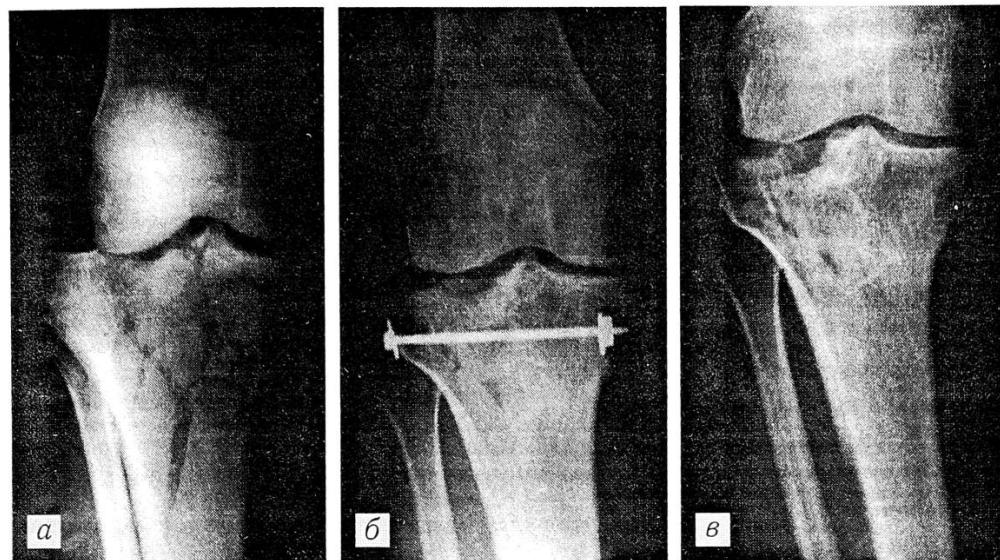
Рентгенограммы коленного сустава больного В.
